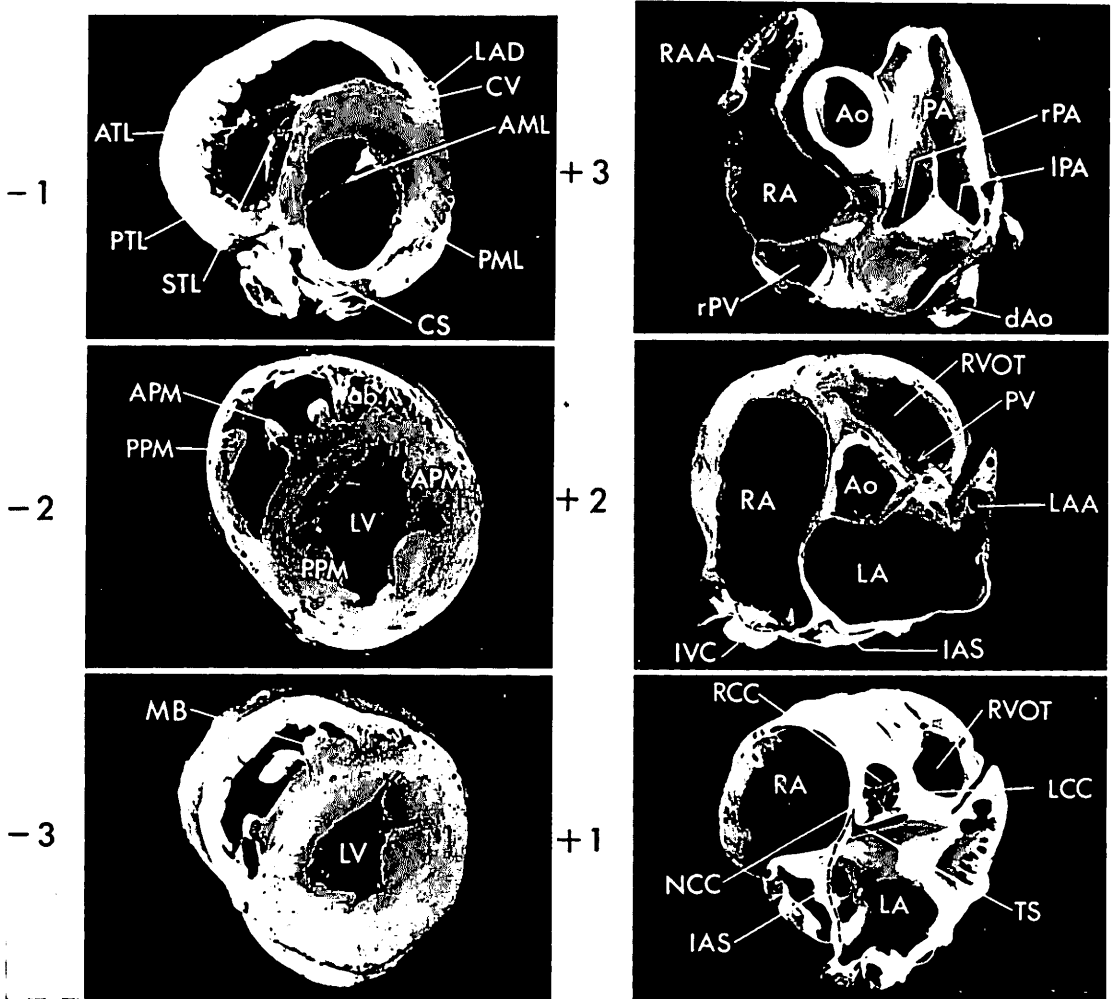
Sections of the normal canine heart corresponding with -1 to -3 (left panel), and +1 to +3 (right panel) of the ultrasonic planes.
